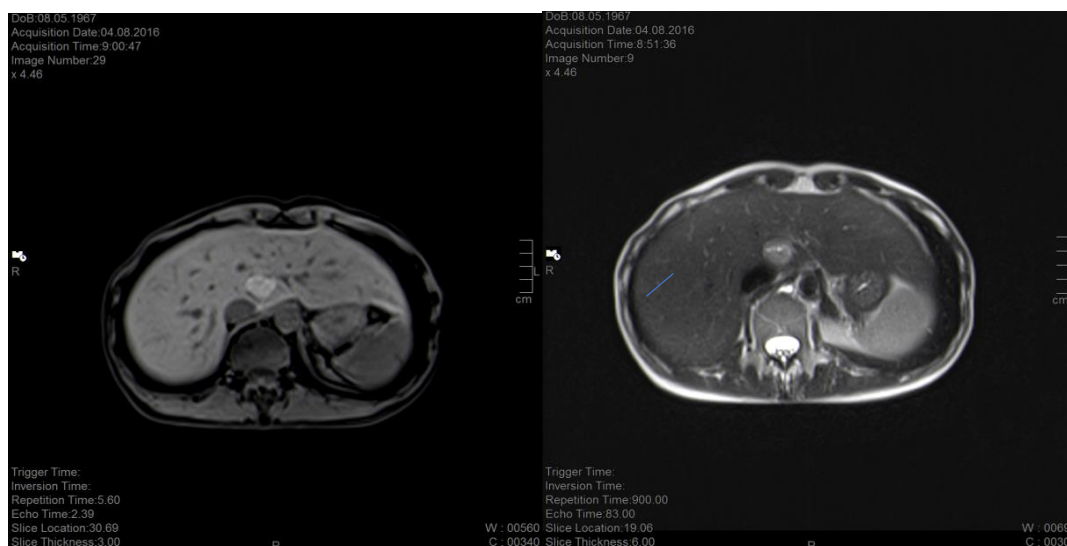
МРТ брюшной полости с в/в контрастированием до хирургического лечения (04.08.2016).
